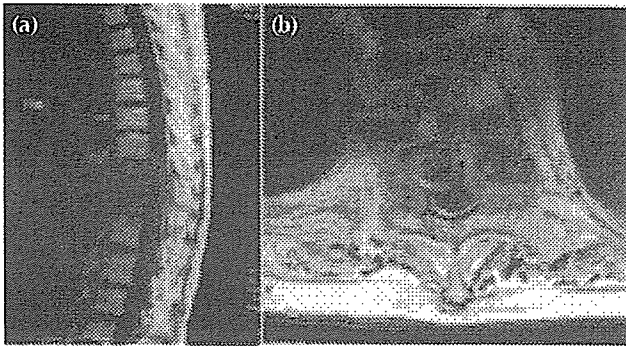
Preoperative enhanced T1-weighted (a) sagittal and (b) axial magnetic resonance images of tuberculosis at T10-T11 showing an interbody lesion and spinal cord compression.
